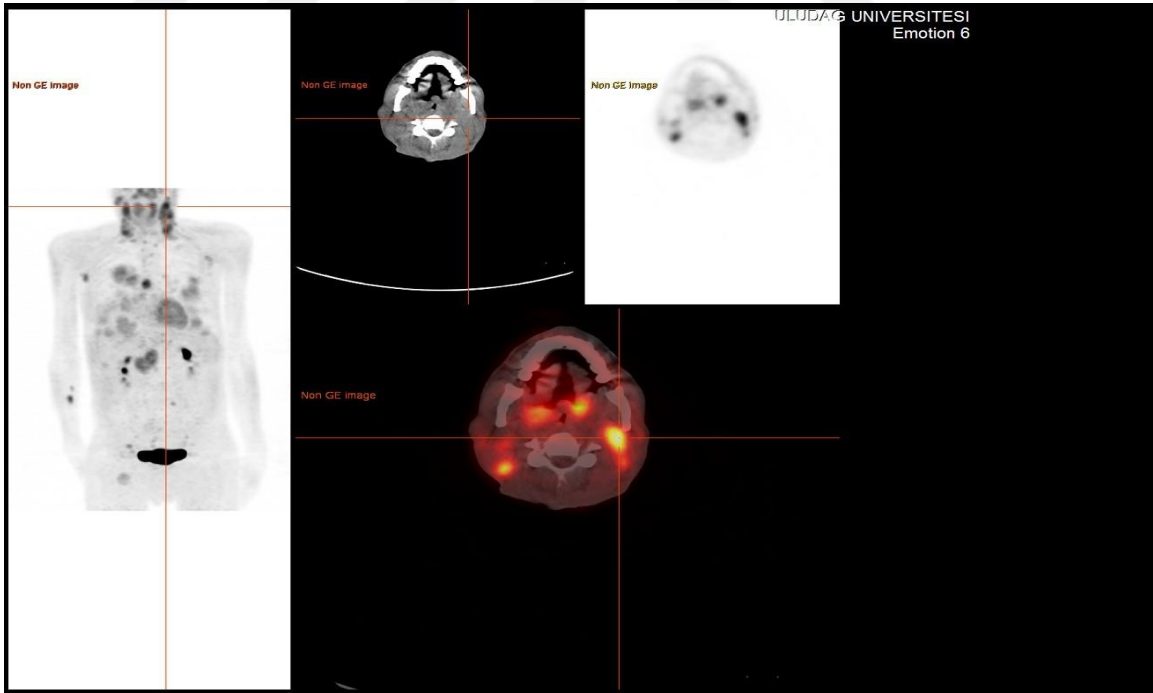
MALT Lenfoma PET/CT görüntüsü
